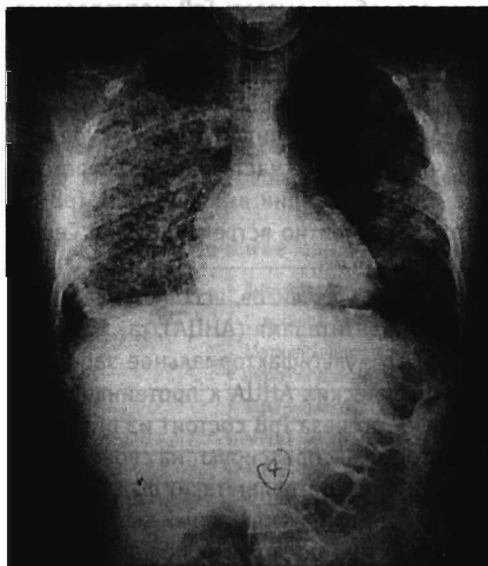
Рентгенограмма 11-летней девочки с гранулематозом Вегенера
